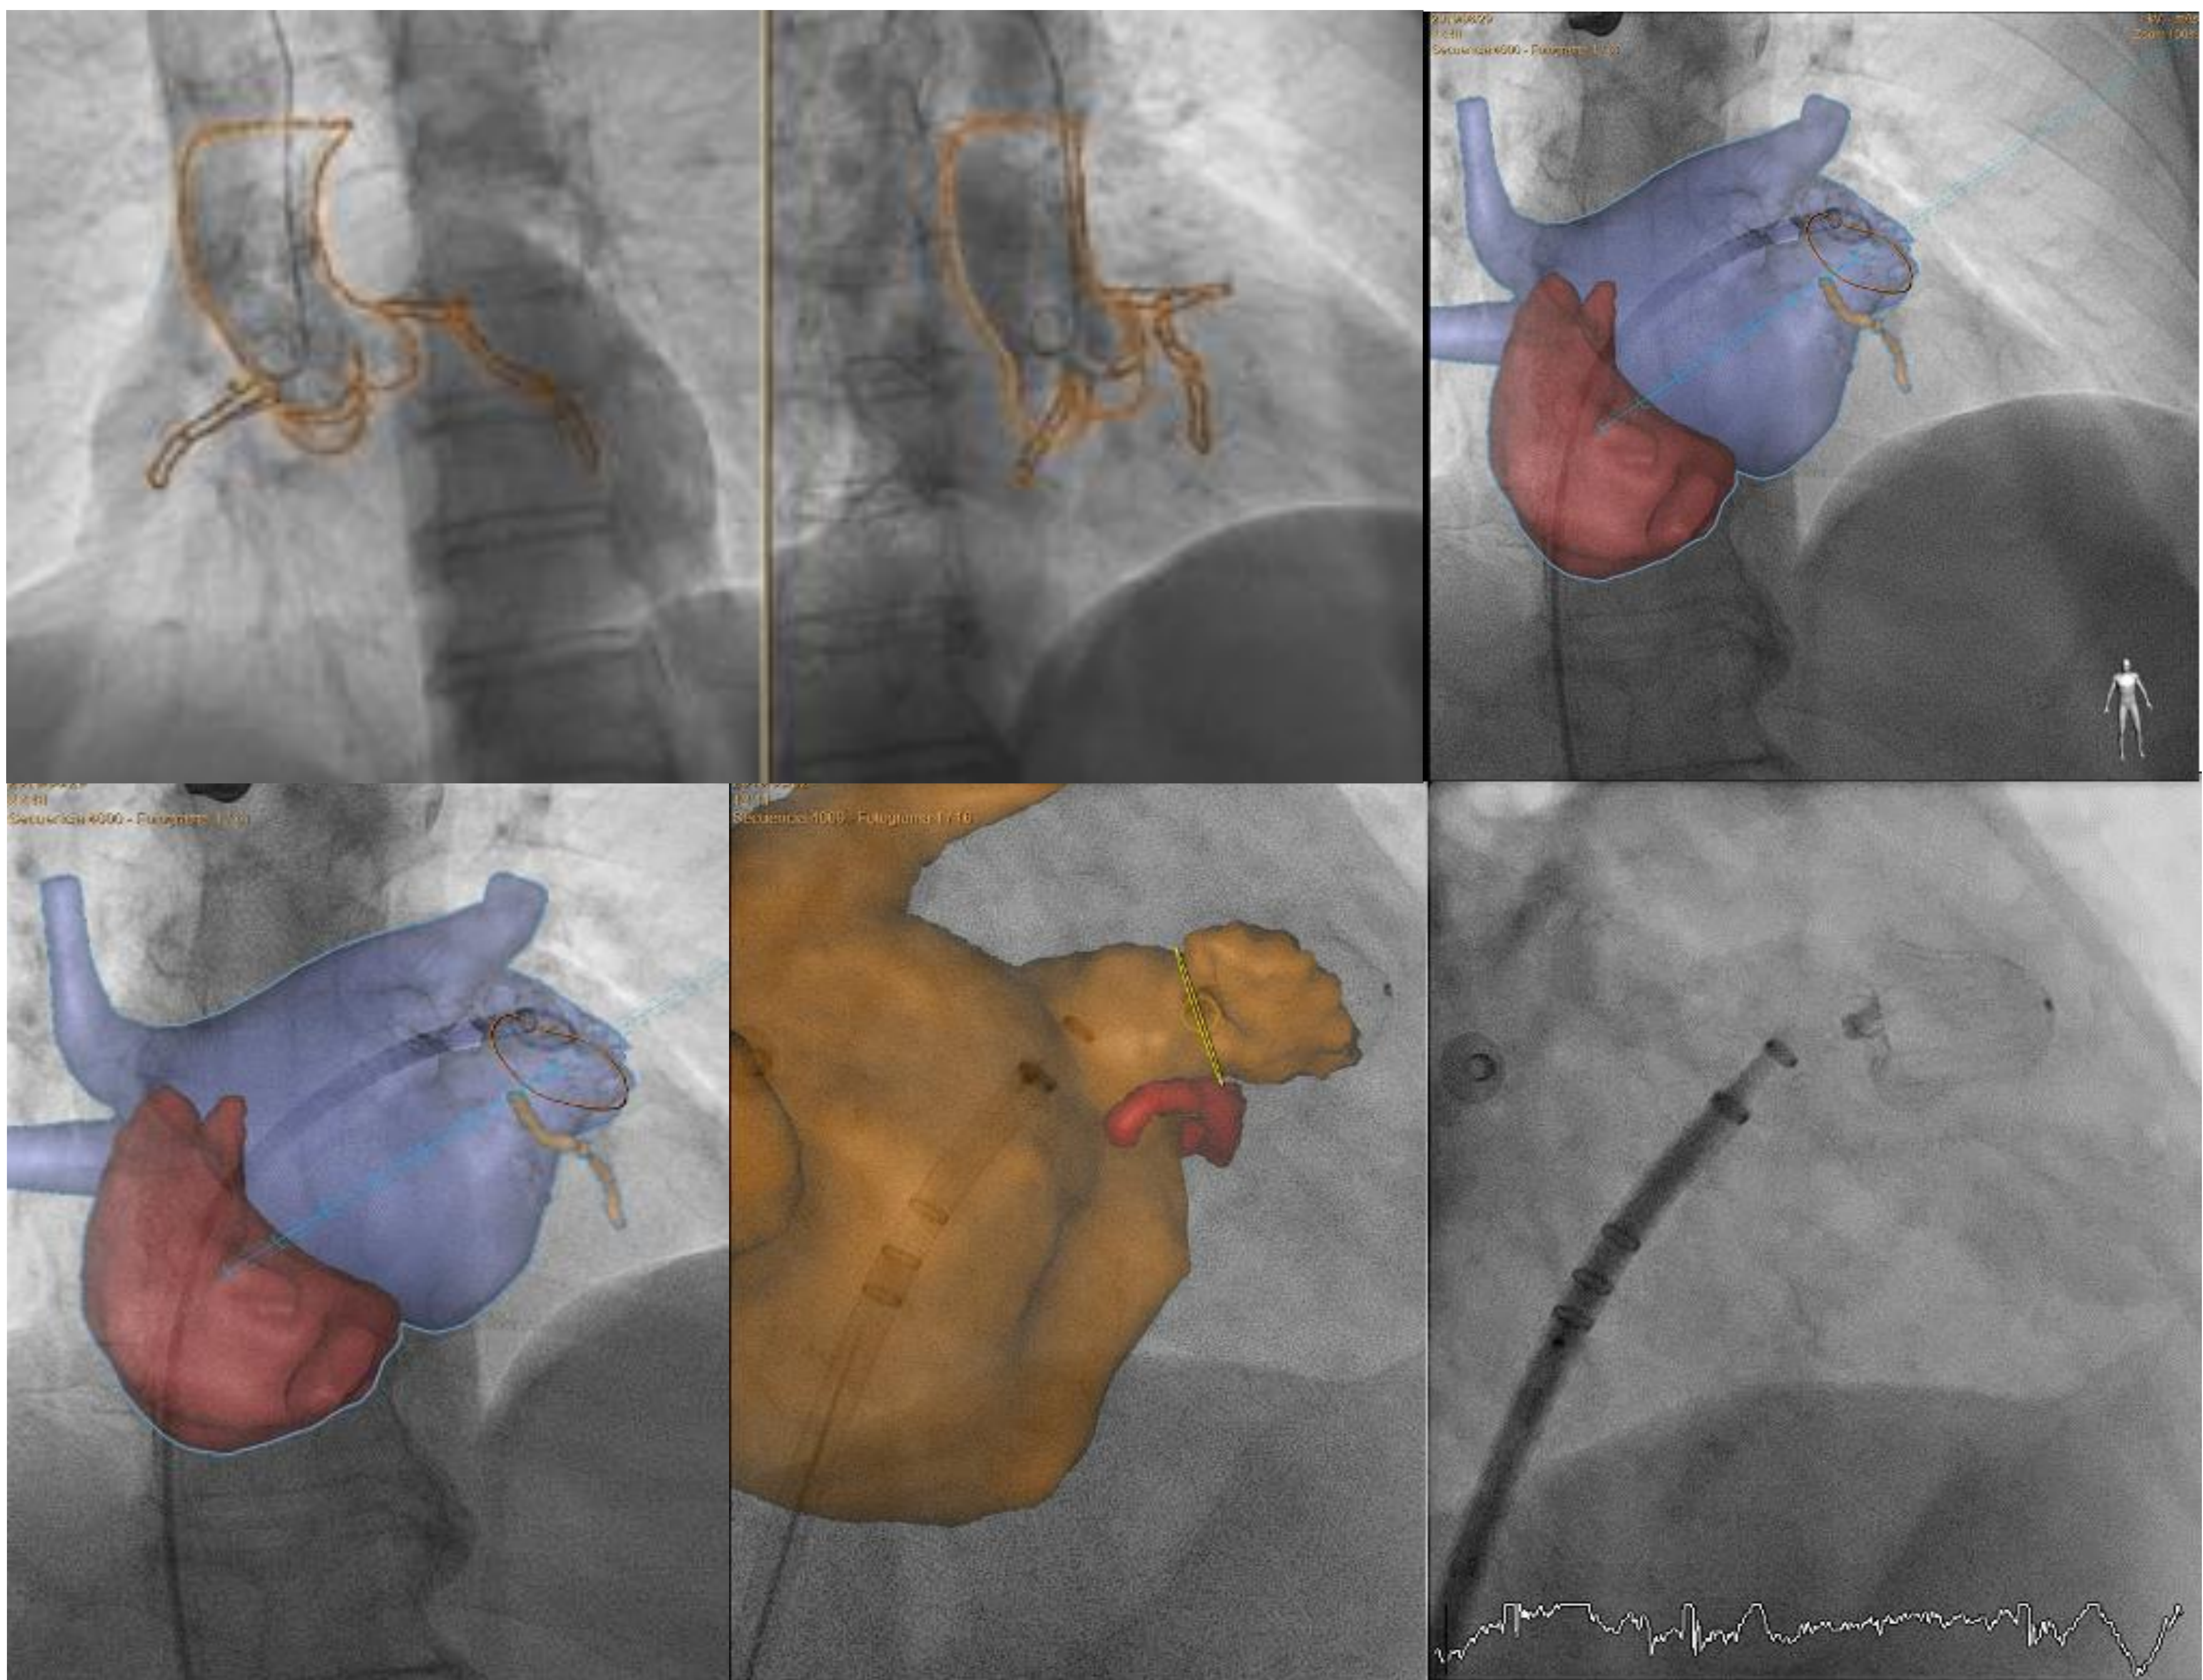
Imágenes de fusión del TC con las imágenes fluoroscópicas.
